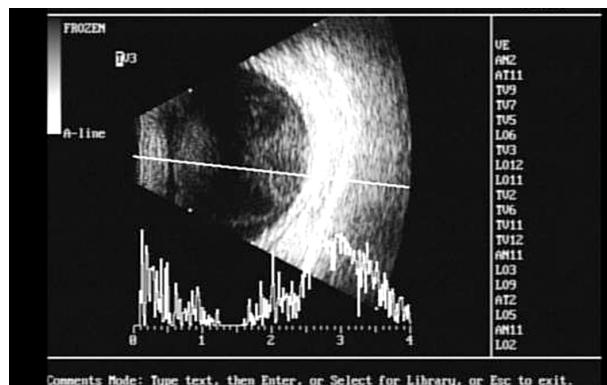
B-scan ultrasonograph shows dense posterior vitreous opacification with abnormal vitreous spikes in the left eye.
